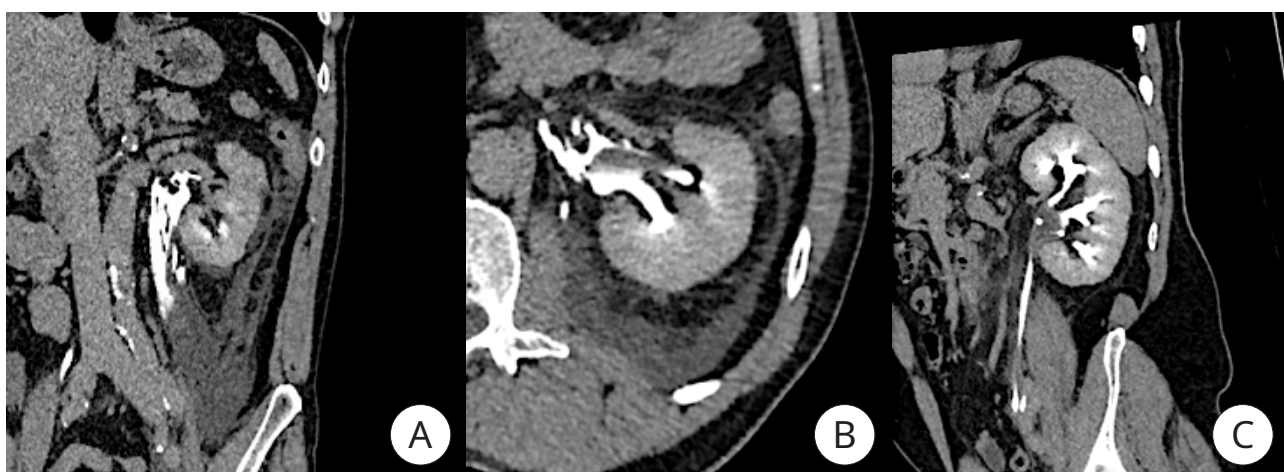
КТ сканы мочевой системы — отсроченная фаза, мягкотканное окно: А, В — корональная плоскость; С — аксиальная плоскость. Мочеточниковый стент слева, затёка контрастного препарата нет, небольшое жидкостное скопление в забрюшинном пространстве
